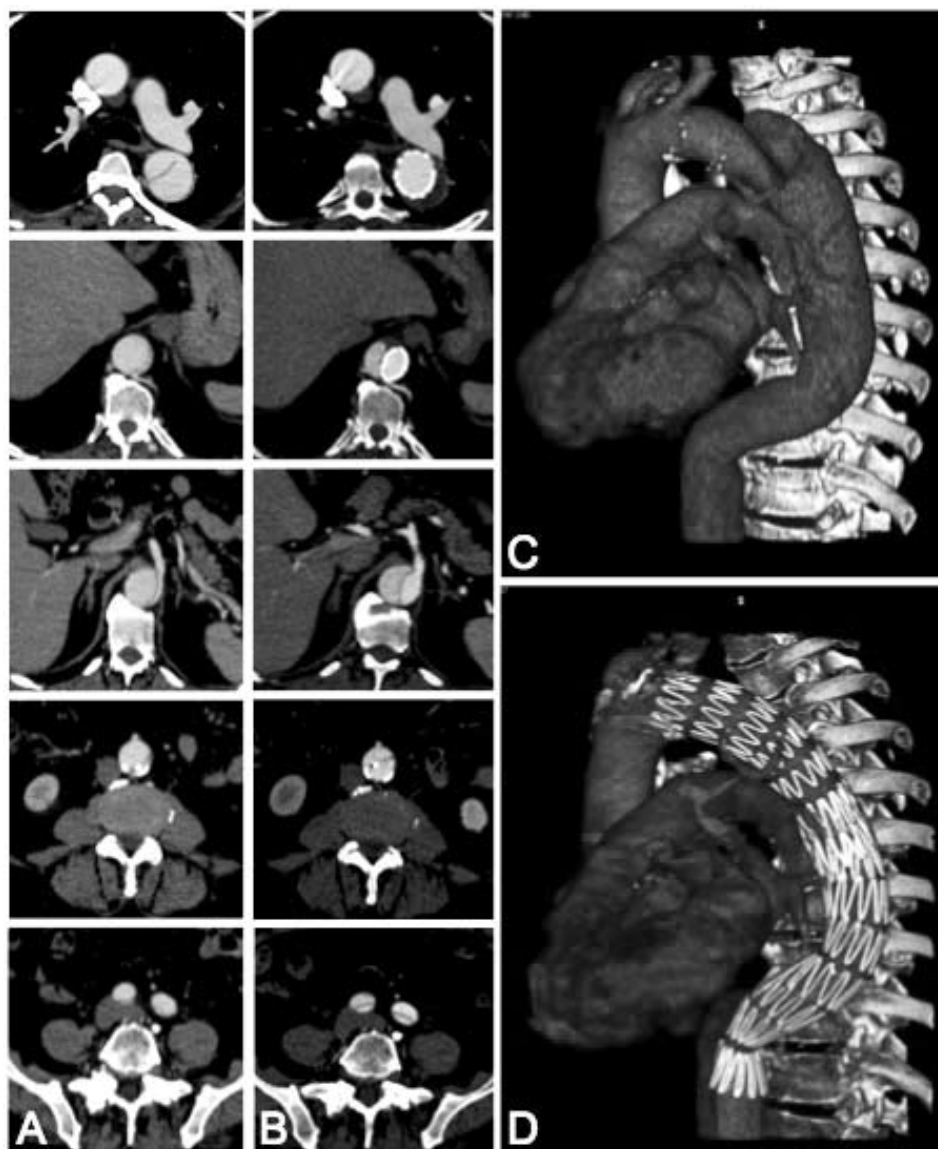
Эндоваскулярное лечение острой диссекции по типу Б с периферической мальперфузией (А). Серия изображений иллюстрирует концепцию PETTICOAT - дополнительную дистальную установку непокрытого стента после раскрытия стент графта в проксимальном отделе грудной аорты. Обратите внимание на то, что окклюзия проксимальной части места разрыва сопровождается последующим тромбозом ложного просвета в грудном отделе (С, D). Металлические распорки предупреждают спадение истинного просвета и обеспечивают нормализацию дистального тока (В).
